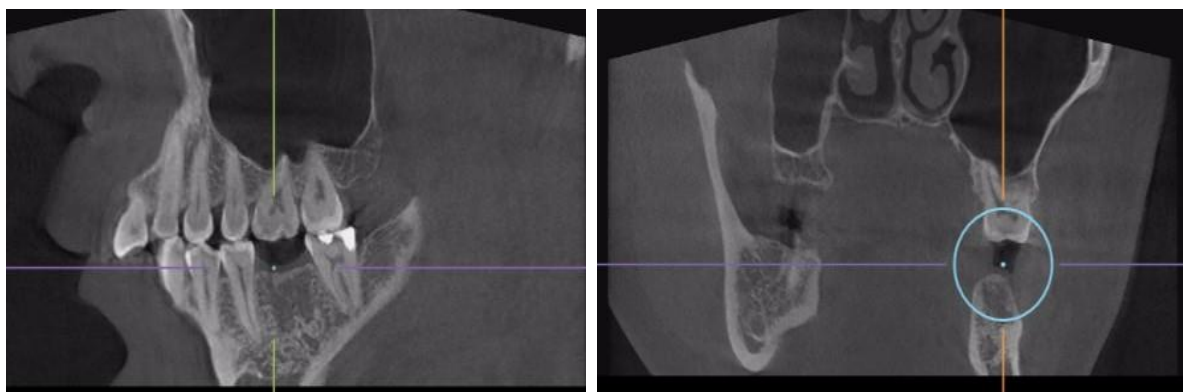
CBCT, assessment of planned implant site
